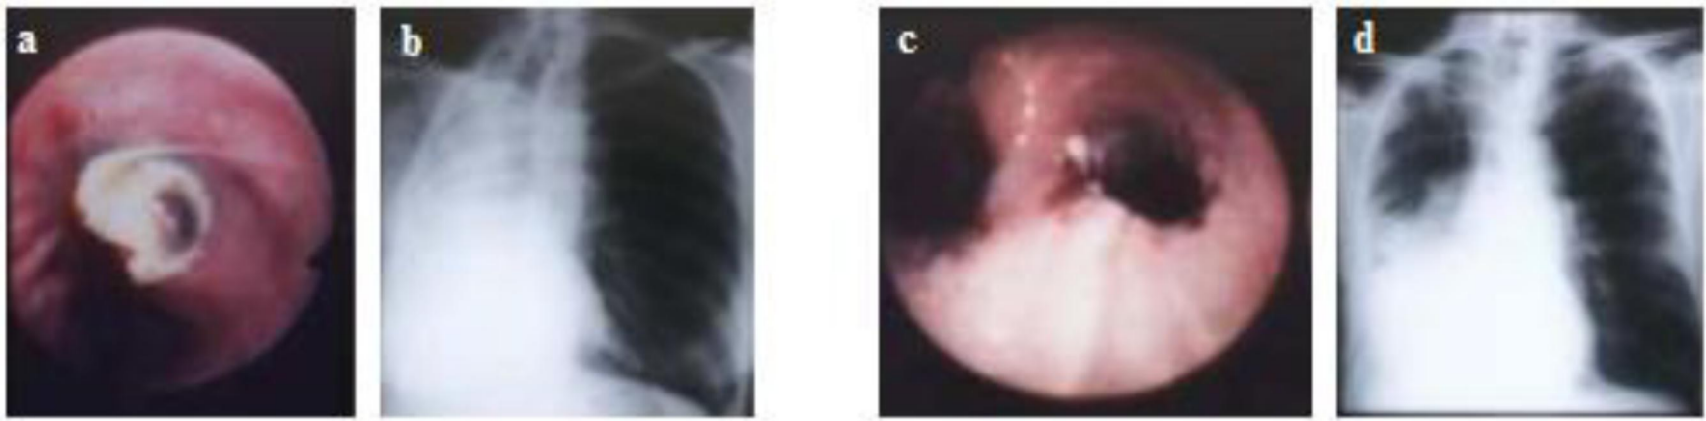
a) Visão à luz branca do broncoscópio do tumor obstrutivo no brônquio principal direito. b) Radiografia do tórax pré-tratamento do mesmo paciente mostrando colapso completo (atelectasia) do pulmão direito. c) Visão à luz branca do broncoscópio uma semana após o tratamento. d) Radiografia do tórax pós-tratamento.<sup>31</sup>
